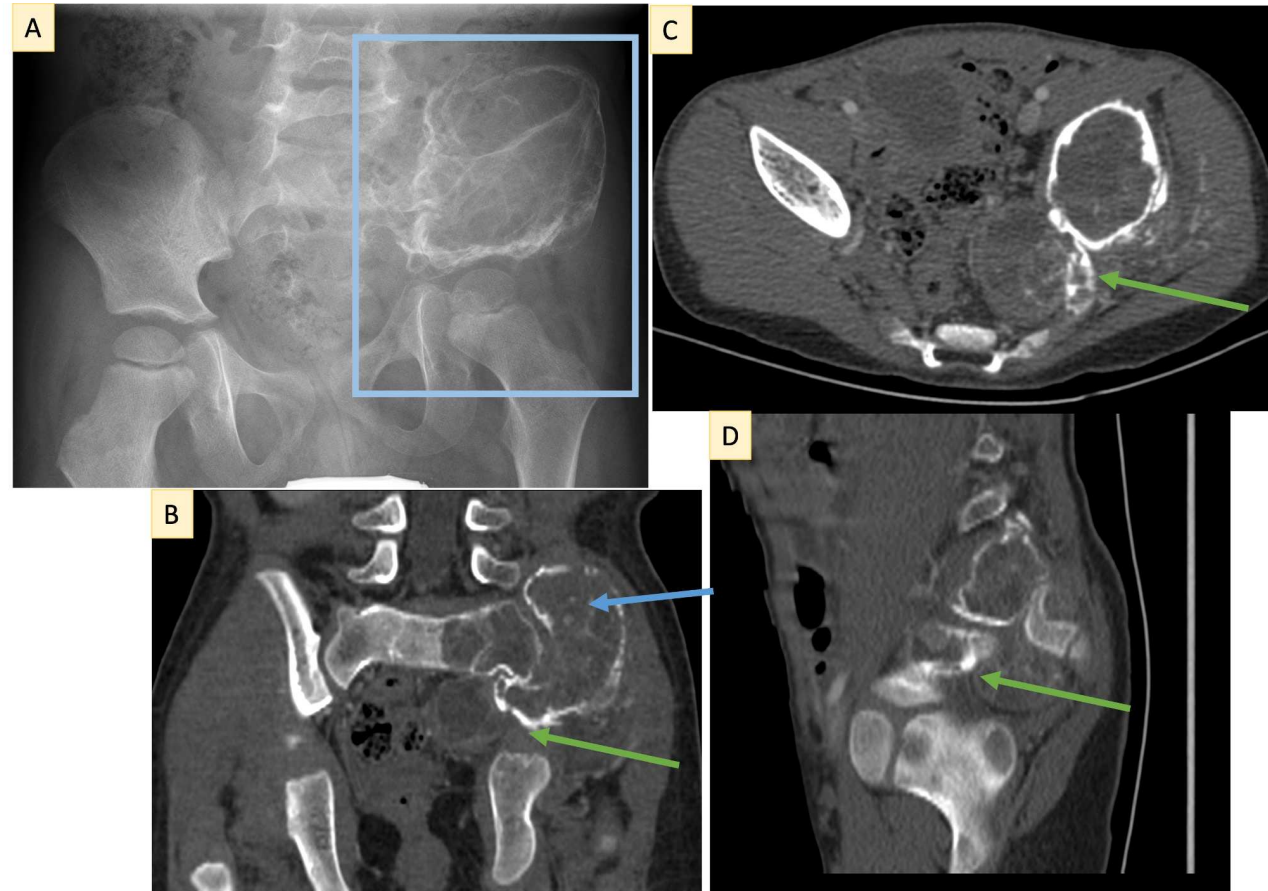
(A) Radiografía de pelvis AP donde se identifica una lesión lítica expansiva multiloculada que afecta a la pala ilíaca izquierda y al ala sacra izquierda, con márgenes escleróticos y áreas de marcado adelgazamiento cortical; (B–D) TC con contraste con reconstrucciones en planos coronal, sagital y transversal que muestran una lesión ósea multilobulada que afecta al ala ilíaca izquierda y al sacro, con septos internos de alta densidad y una masa de partes blandas heterogénea asociada que se extiende hacia la escotadura ciática mayor izquierda
